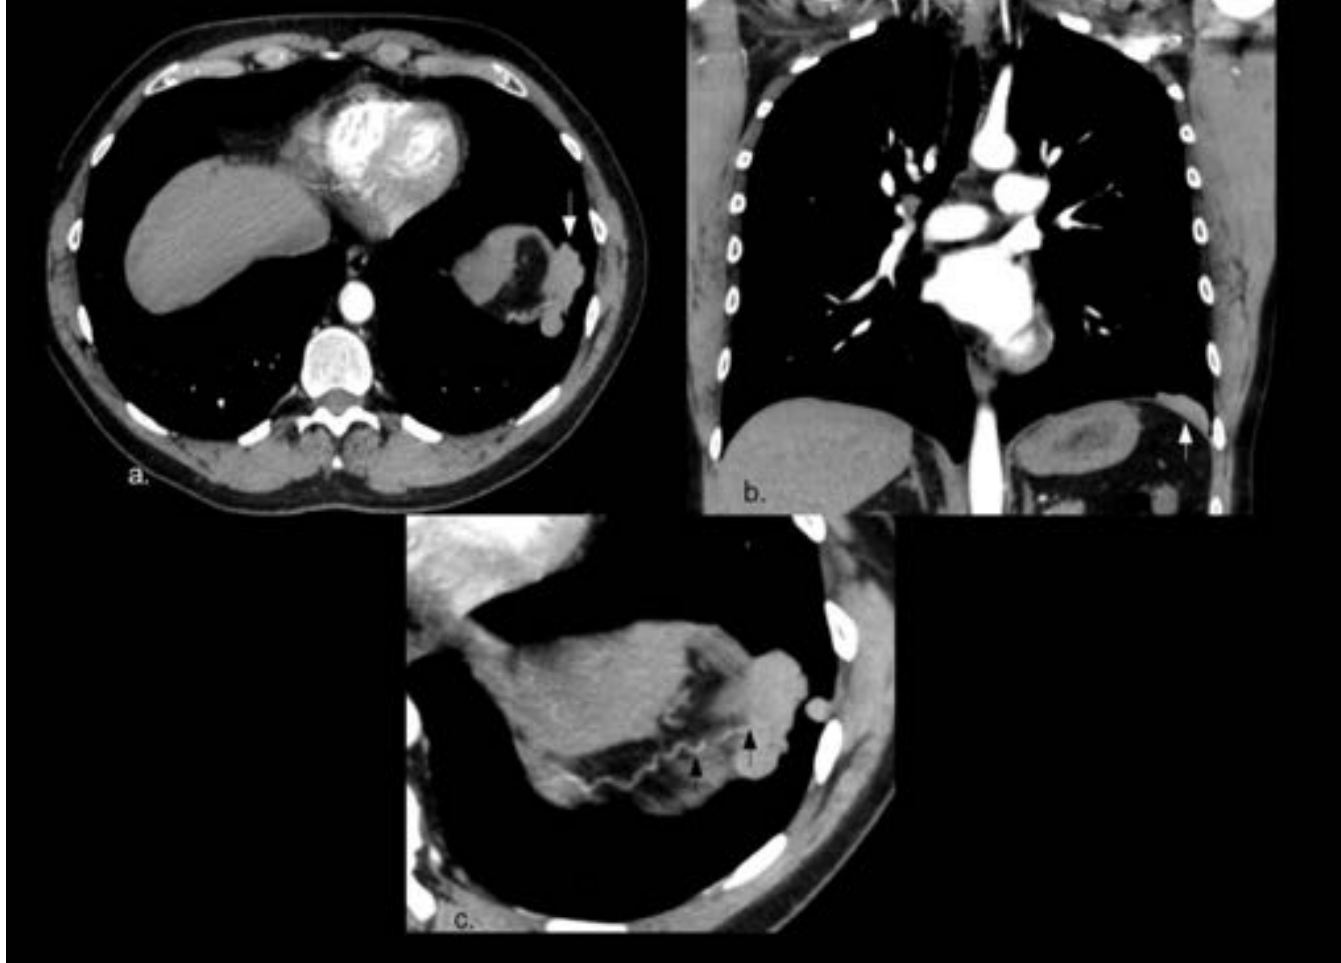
Esplenosis Torácica. (Mismo paciente de la figura 12). Angio-TC de Tórax. a-b.) Masa lobulada extrapulmonar en contacto con pleura y diafragma izquierdo (flechas blancas). c.) Arteria del tejido circundante que suministra irrigación directa a la lesión (flechas negras).
